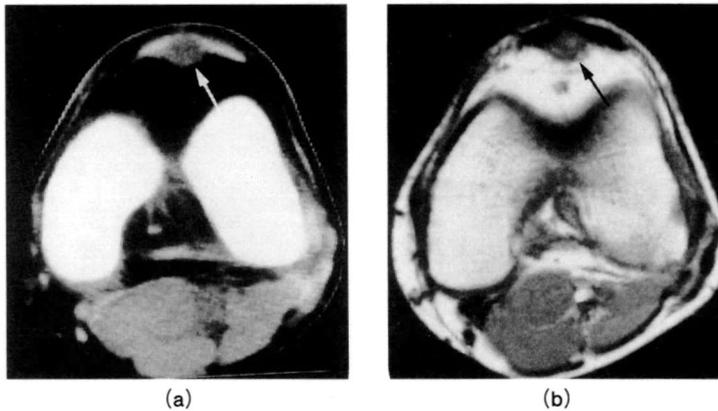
Case 1, CT and MRI findings.
